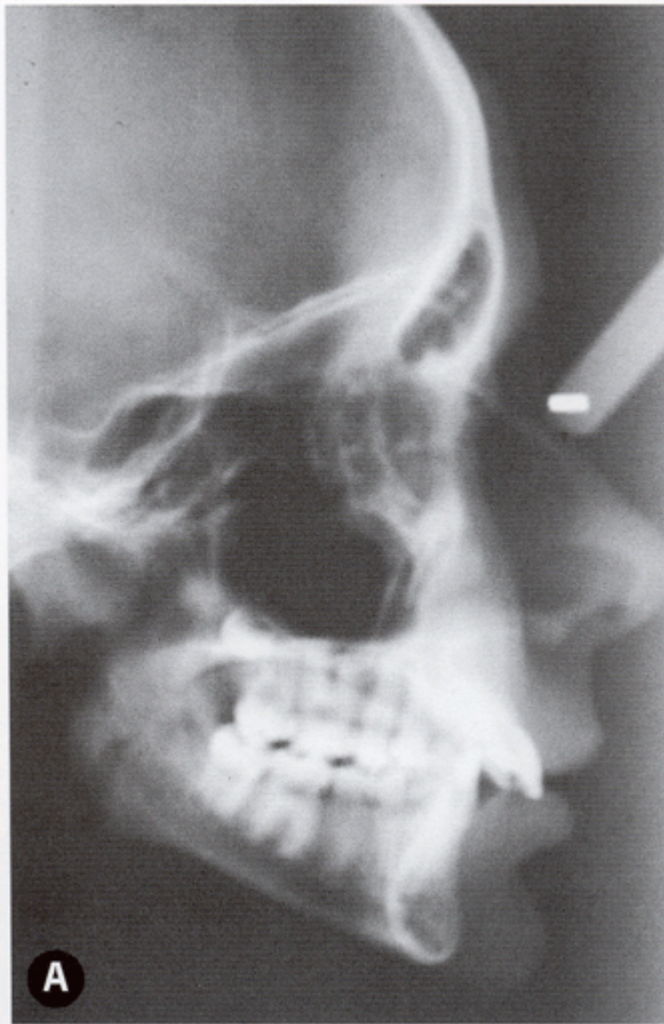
Telerradiografía de un paciente en Clase II división 1ª.
